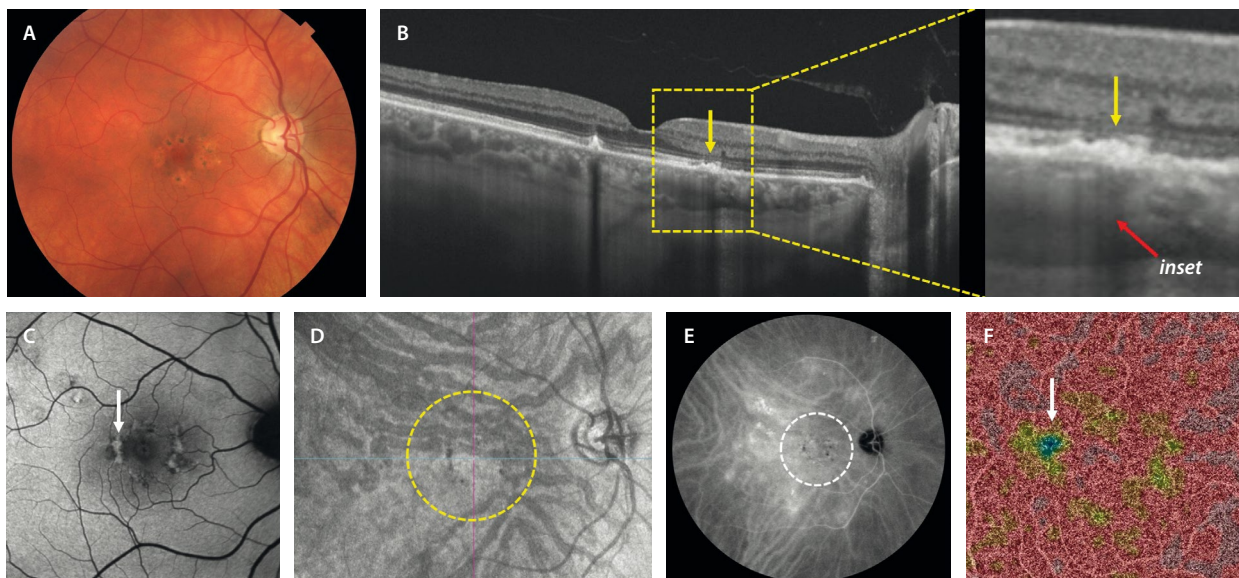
Epiteliopatía paquicoroidea. A) En la retinografía a color se aprecian cambios pigmentarios (hipertrofia del epitelio pigmentario de la retina). B) La tomografía de coherencia óptica macular muestra cambios en el epitelio pigmentario de la retina (flecha amarilla) sobre áreas de paquivasos (flecha roja, ver *inset*). C) En la autofluorescencia, los cambios del epitelio pigmentario de la retina se ven hipoautofluorescentes e hiperautofluorescentes. D) La imagen *en face* de la tomografía de coherencia óptica permite detectar los paquivasos resultantes de anastomosis de vénulas de diferentes hemisferios (círculo amarillo). E) Esas zonas de paquivasos traducen hiperpermeabilidad en la angiografía con verde de indocianina (círculo blanco en E) y producen áreas de no perfusión en la angiografía por tomografía de coherencia óptica (flecha blanca en F) a nivel de la coriocapilar, pese a que en ocasiones es difícil su interpretación por artefactos de proyección.
